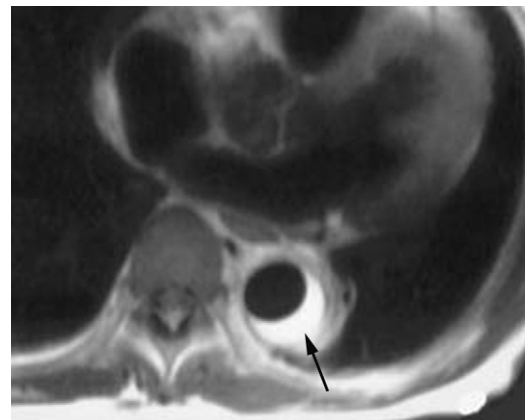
IRM axiale en T1 montrant un hématome intramural de l'aorte descendante au stade subaigu de signal très élevé traduisant la présence de méthémoglobine (flèche).
